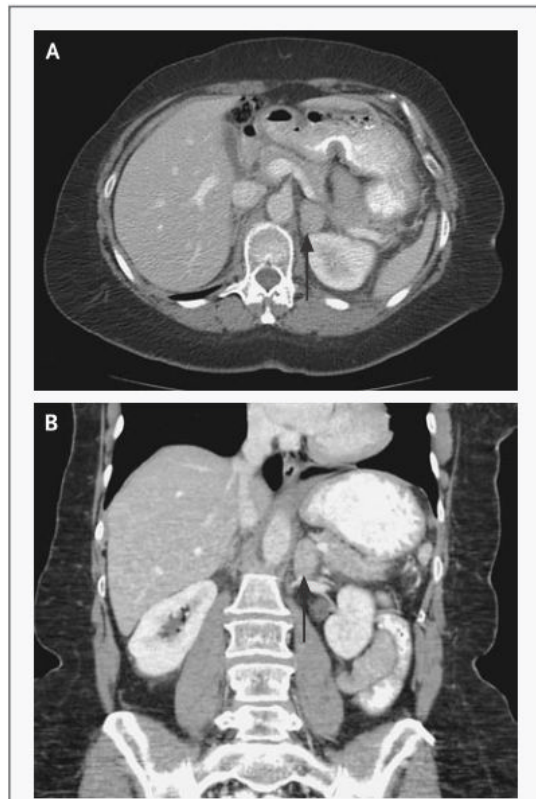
Abdominal CT Scans.
